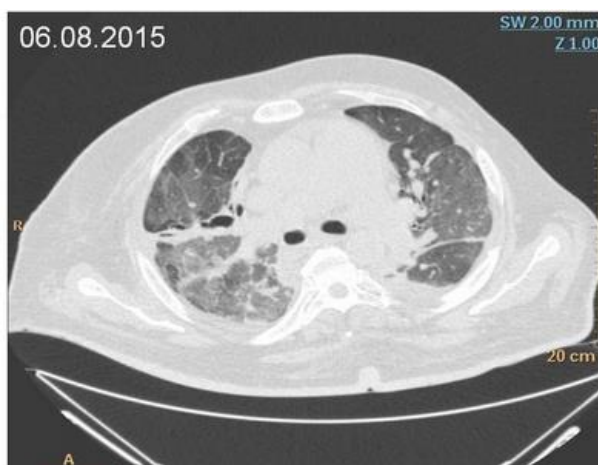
Компьютерная томография легких при первых признаках ОДН
